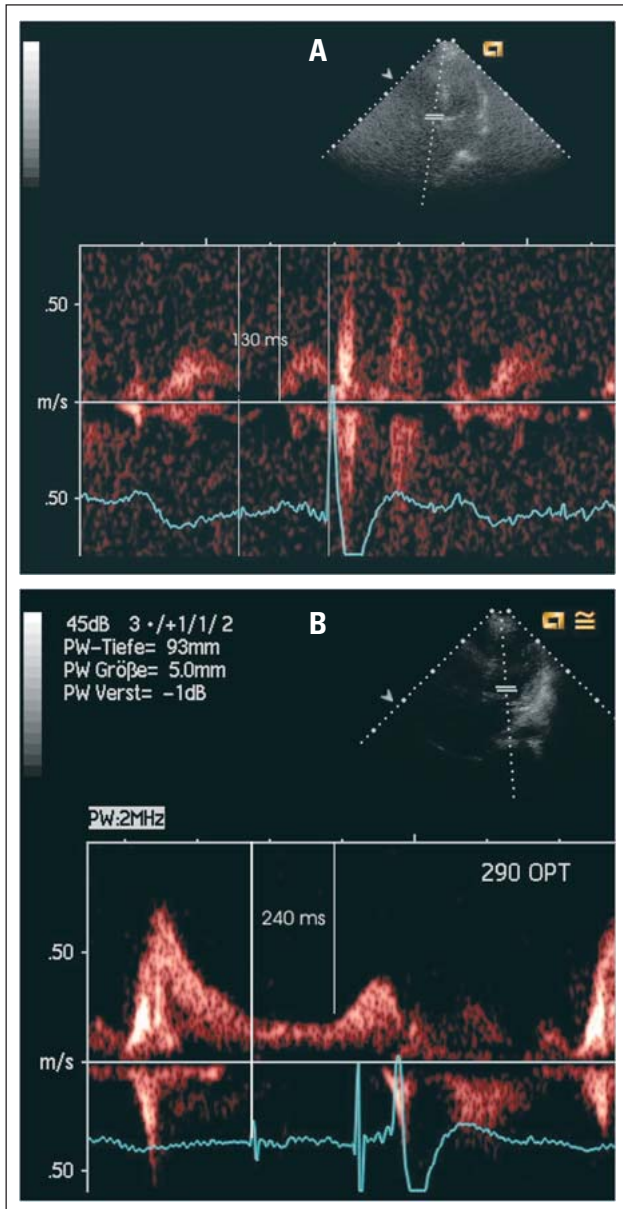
A: Gepulster Doppler Trikuspidalklappe: Die Zeit vom Vorhofstimulus bis zur A-Welle beträgt 130 ms (relativ lange, Referenzwerte hierfür existieren nicht). B: Gepulster Doppler Mitralklappe: die entsprechende Zeit im Mitralklappendoppler beträgt 240 ms, die Differenz somit 110 msec.
